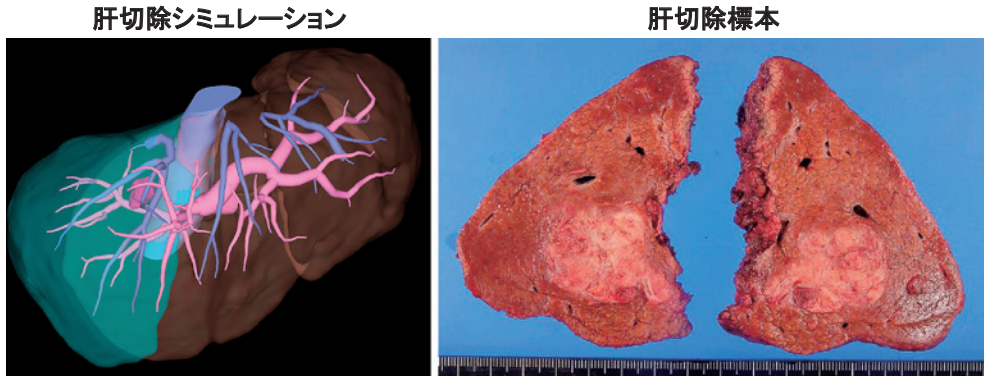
肝切除シミュレーションおよび切除標本（肝 S7 腫瘍）：術中超音波検査にて P7 門脈侵襲 Vp2 および右肝静脈侵襲 Vv2 を認め、右肝静脈切除をともなった拡大肝後区域切除術を施行した。
